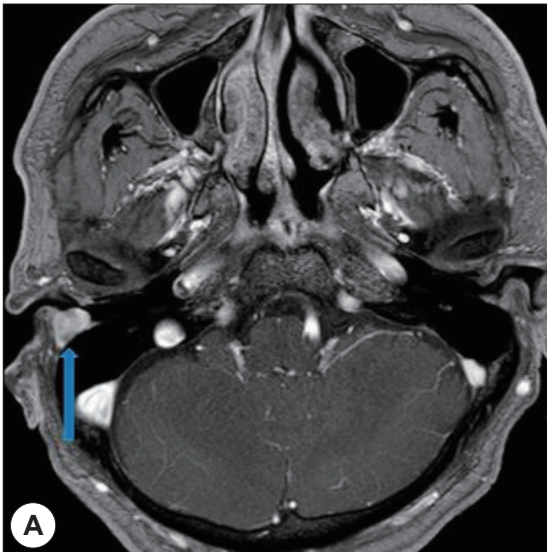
Preoperative contrast enhanced MRI scan. A : T1-weighted MRI shows about 1.2×1.1×1.1 cm sized well defined mass with high signal intensity in right external auditory canal (blue arrow). B : T2-weighted MRI shows low signal intensity in right external auditory canal (white arrow). There were no evidence of abnormal density in middle ear cavity, and mastoid antrum.
